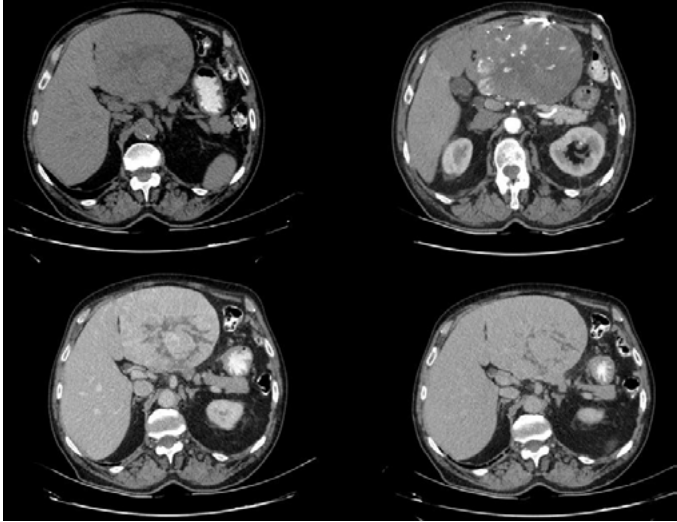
TC de abdomen con contraste intravenoso multifase (fases sin contraste, arterial, portal y tardía) donde se observa una gran masa en segmentos izquierdos hepáticos de hasta 14 cm de longitud que, en estudio sin contraste es de predominio isodensa con áreas hipodensas en su interior y tras contraste muestra un realce progresivo y centrípeto con áreas que no realzan en su interior, compatible con hemangioma hepático atípico.
